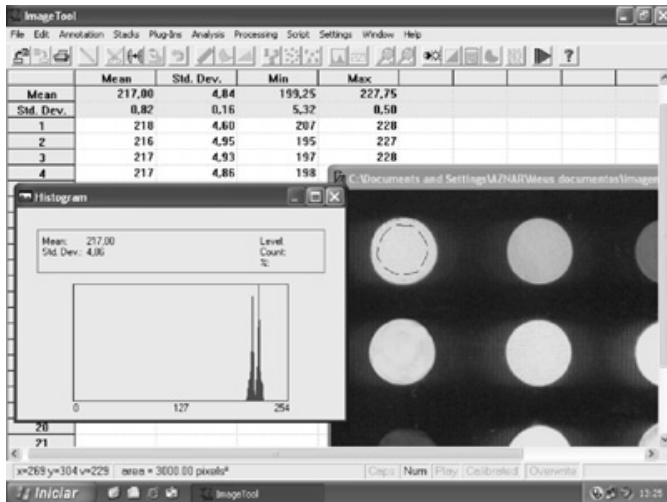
Software Image Tool for Windows v.3.00 realizando nas radiografias digitalizadas a análise da radiopacidade dos corpos de prova.
